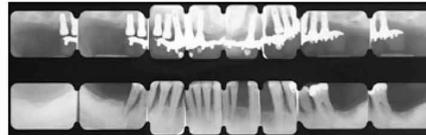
Status radiografico iniziale
